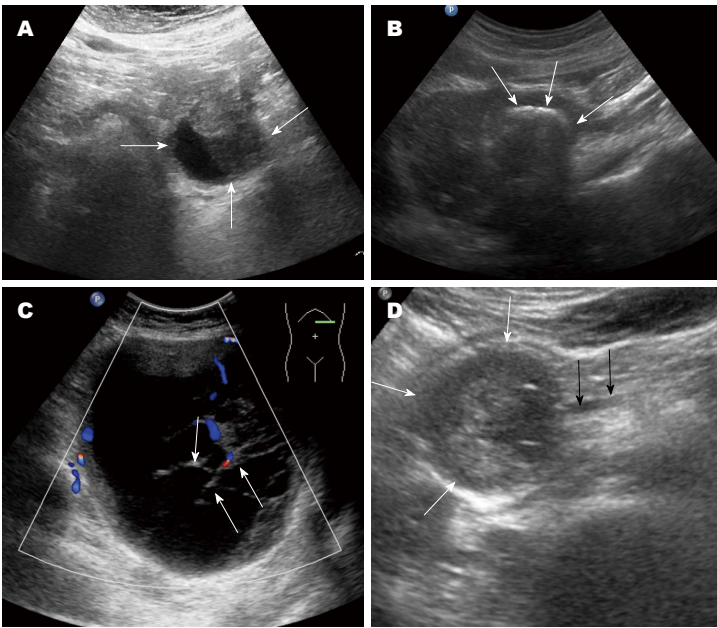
SPTP常规超声表现. A: 胰尾占位, 内可见液化; B: 胰腺肿块内可见弧形钙化灶(白色箭头); C: 胰腺囊性肿块内可见分隔(白色箭头); D: 胰头弱回声团(白色箭头), 伴有主胰管扩张(黑色箭头).
